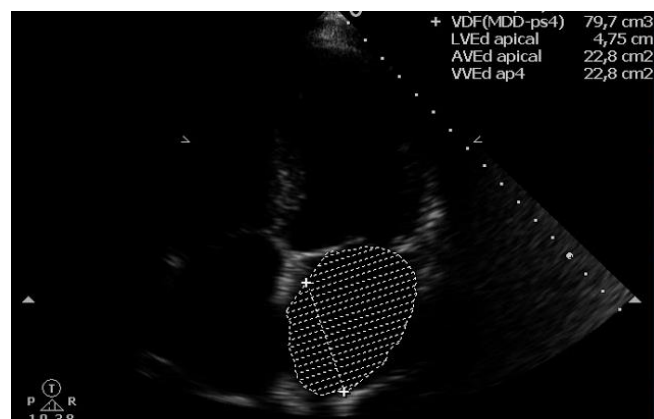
Volume do átrio esquerdo ao ecocardiograma transtorácico
